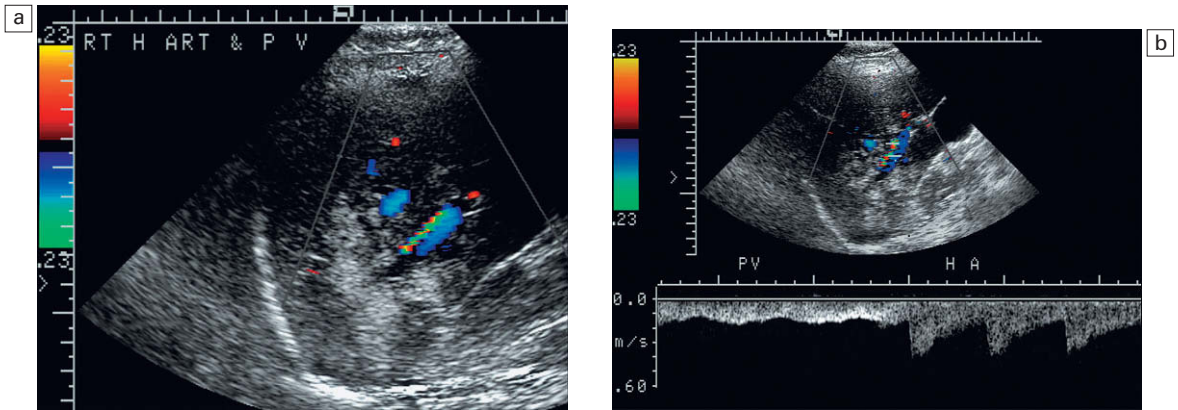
a) Imagen transversal del lóbulo hepático derecho. Un infiltrado globuloso pseudotumoral muy ecogénico resulta visible en la parte inferior del lóbulo derecho. Las ramas posteroinferiores de la arteria y la vena hepáticas derechas son visibles atravesando esta zona en el Doppler color. b) Los trazados espectrales Doppler de la arteria hepática y la vena porta que nutren esta zona muestran que las velocidades son relativamente normales. El índice de flujo entre ambos vasos no se ve alterado. La biopsia demostró que esta masa correspondía a una infiltración de grasa focal.
